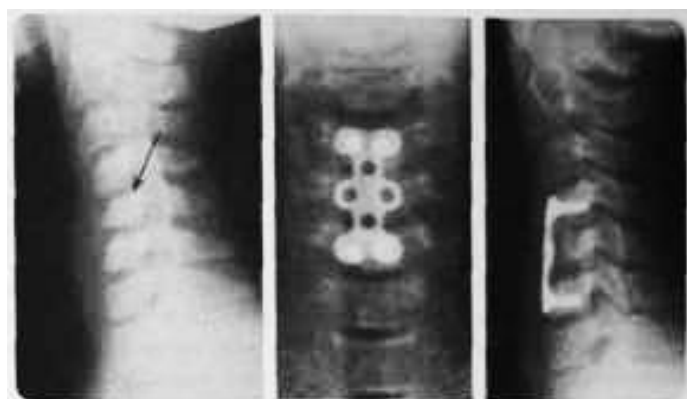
Рентгенограми нестабільного ушкодження шийного відділу хребта до і після оперативного лікування: відновлення анатомічних співвідношень та передній спондилодез пластиною
